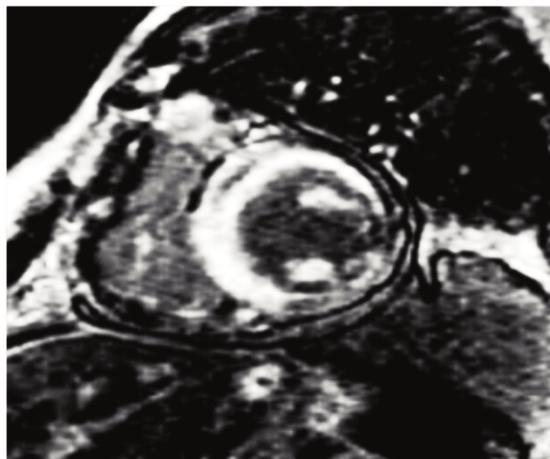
Симметричное утолщение стенки сердца и накопление гадолиния в субэндокарде при МРТ у пациента с АТТР-амилоидозом
